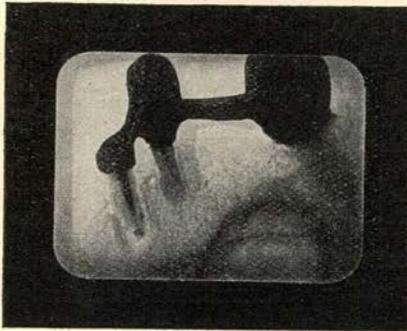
zeigt das Röntgenbild des in Abb. 6 abgebildeten Stützgerüsts. Aufgenommen nach 24 jährigem Sitz desselben.
